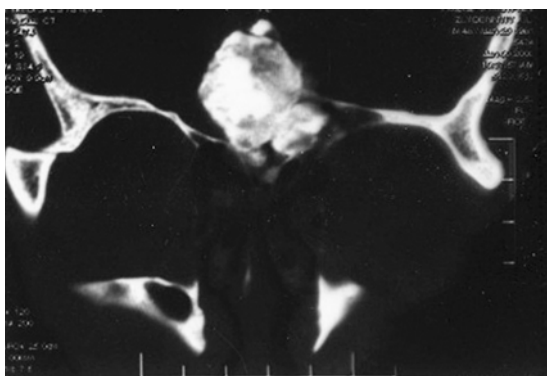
Компактна форма остеоми решітчастого лабіринту та даху орбіти із значним інтракраніальним ростом. Дані різного ступеня інтракраніального та інтраорбітального поширення отримані на доопераційному етапі під час проведення МРТ, КТ основи черепа, зіставлені із даними, отриманими під час операції
